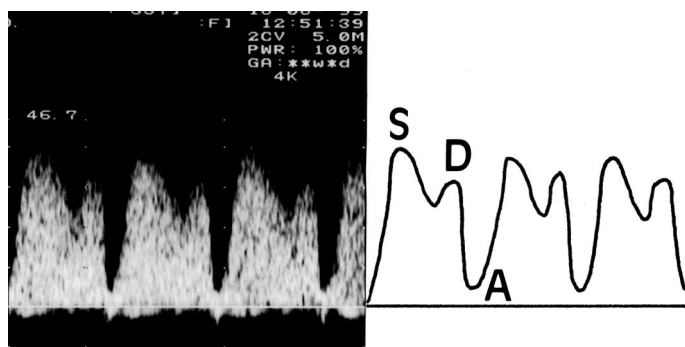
Flujo de onda obtenida por Doppler pulsado del ductus venoso en un feto de 12 semanas, evidenciado un patrón normal, traducido por una onda bifásica y por la presencia de "onda" A positiva (flujo anterógrado) durante todo el ciclo cardíaco.
